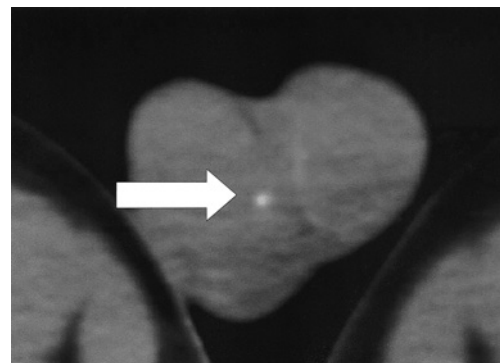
Close-up view of axial CT showing a calcification in the right testis (white arrow).
